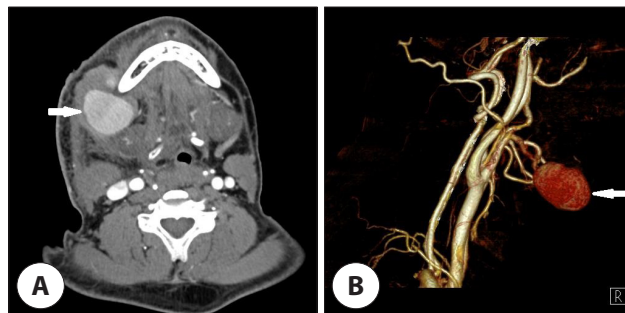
Neck computed tomography (CT) angiography findings. A : About 4.5×3.5 cm sized egg-shaped contrast enhancement (arrow) is observed anteriorly to the right submandibular gland. B : 3D volume rendered digital reconstruction angiography reveals pseudoaneurysm (arrow) arising from facial artery.
